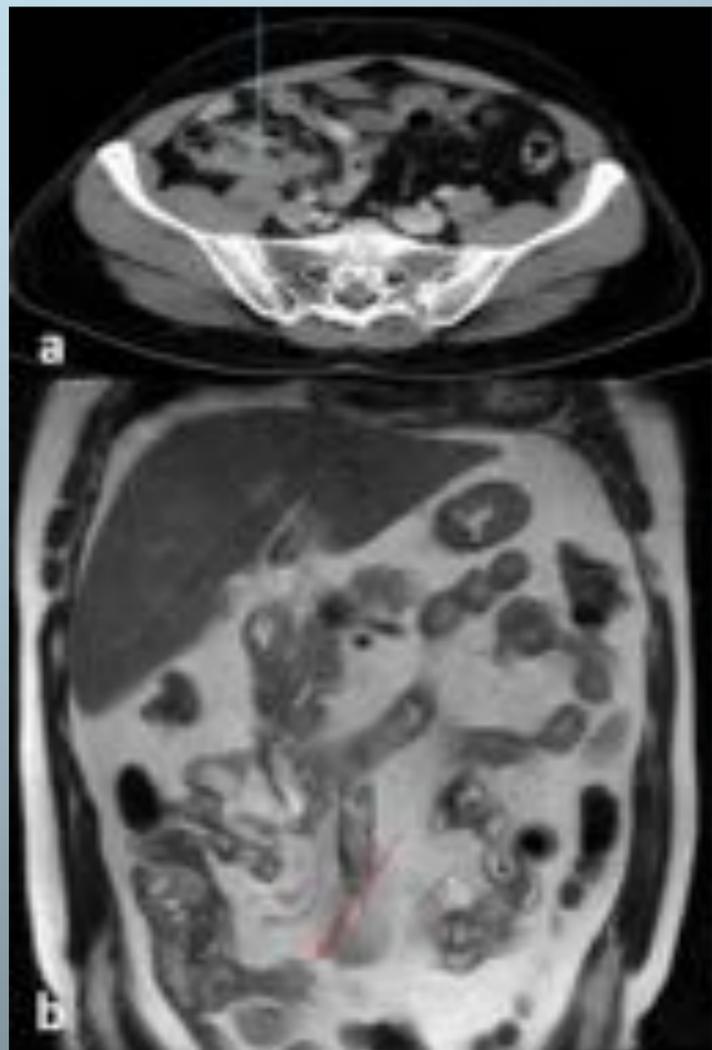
Resolución incompleta en control al mes. a) CTMD b) RM. Biopsia de la pieza quirúrgica : Adenocarcinoma cecal pt3 pN1 M1a con afectación ileal . Radiología. Hospital Medina del Campo- Valladolid/ES:
